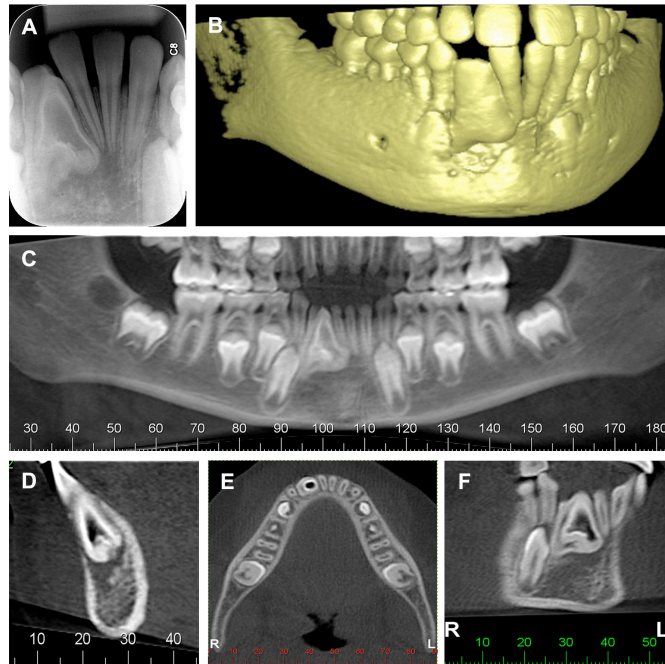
Imagem da radiografia periapical do dente 41, não irrompido, associado à dor e edema, com diagnóstico e tratamento inconclusivos (A). Imagens da tomografia computadorizada com reconstrução tridimensional (B), corte panorâmico (C), oblíquo (D), axial (E) e coronal (F), que auxiliaram no diagnóstico de anomalia dental do tipo *dens in dente* radicular, devido à presença de invaginação radicular de tecido com radiopacidade semelhante ao esmalte.
